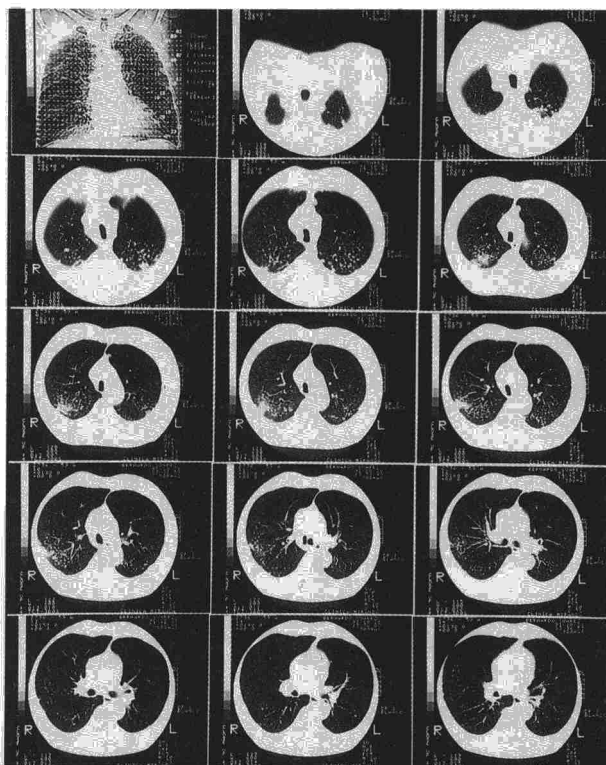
Algunos cortes de la TAC de alta resolución de uno de los pacientes del estudio, incluido en la categoría 3 en la lectura de la RT. Dentro de un patrón micronodular profuso, se aprecia conglomeración nodular y formación de una masa de fibrosis masiva en la periferia de lóbulo superior derecho.
